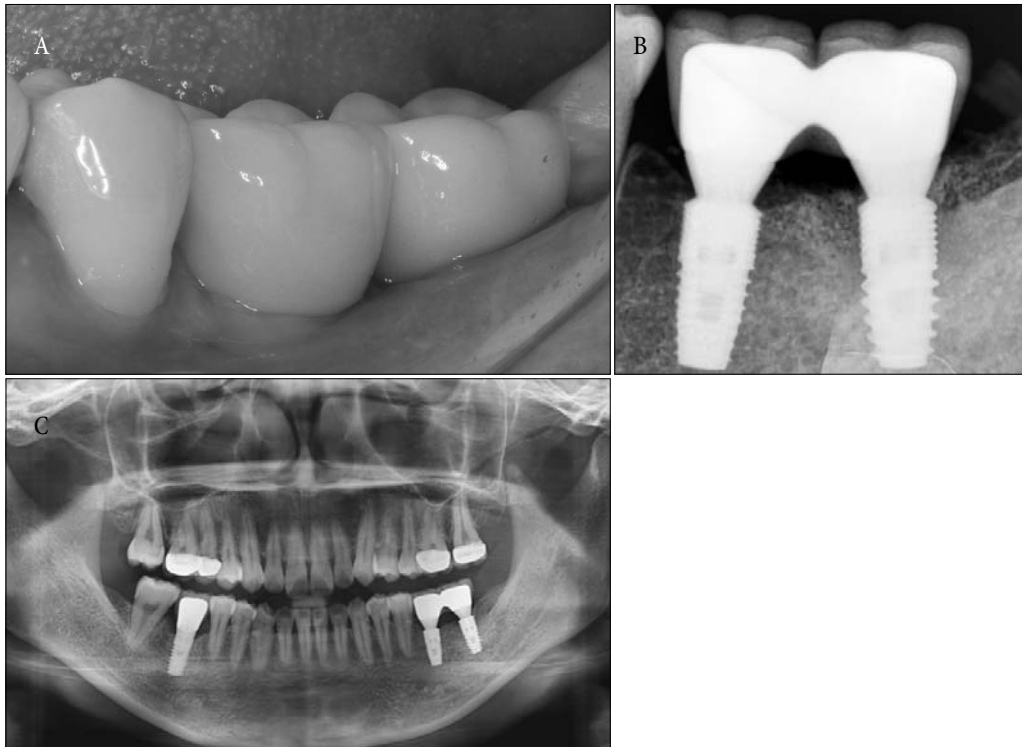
최종 보철물 사진 및 방사선 사진
